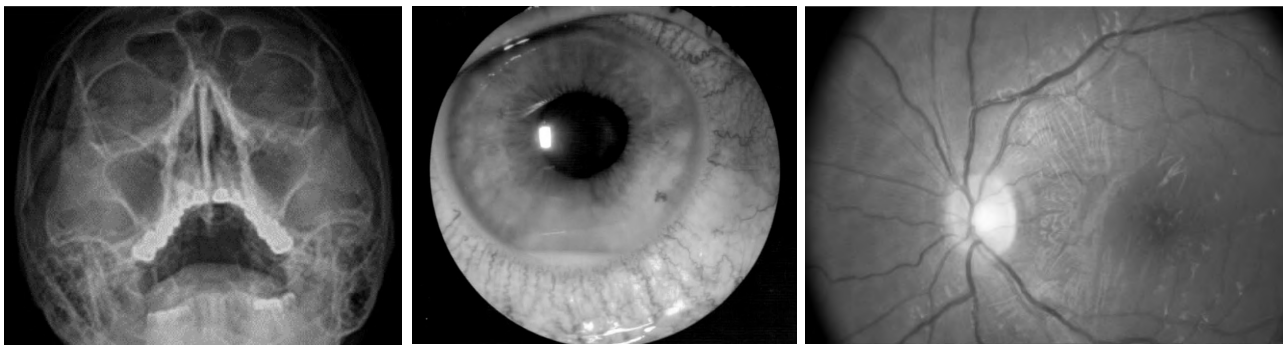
Клінічний приклад 1. А. Знімок додаткових пазух носа (КТ дослідження): використані аксіальні зрізи, пазухи повітряносні, без рівнів рідини, слизова пазух не потовщена. Гайморо-нозальне сполучення простежується. Б. Фотографія переднього відділу правого ока: змішана ін'єкція судин кон'юнктиви, екссудат в зоні зіниці, гіпопійон в передній камері. В. Очне дно: диск зорового нерва блідо-рожевий, межі чіткі, в зоні макули посилені рефлексії. Після проходження курсу протизапальної терапії гострота зору обох очей 1,0 не кор. Клінічні ознаки запалення повністю куповані.
